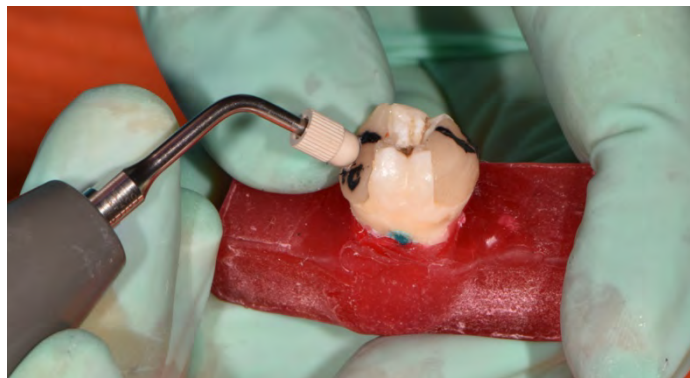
Photographie de l'assemblage en utilisant l'insert ultrasonique *Piezocem C20®*
